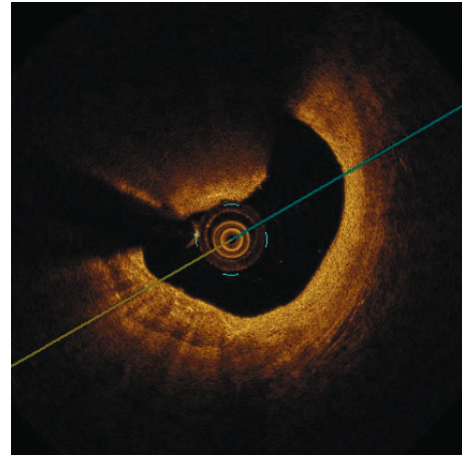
Prawidłowe naczynie wieńcowe — obraz optycznej tomografii koherentnej
